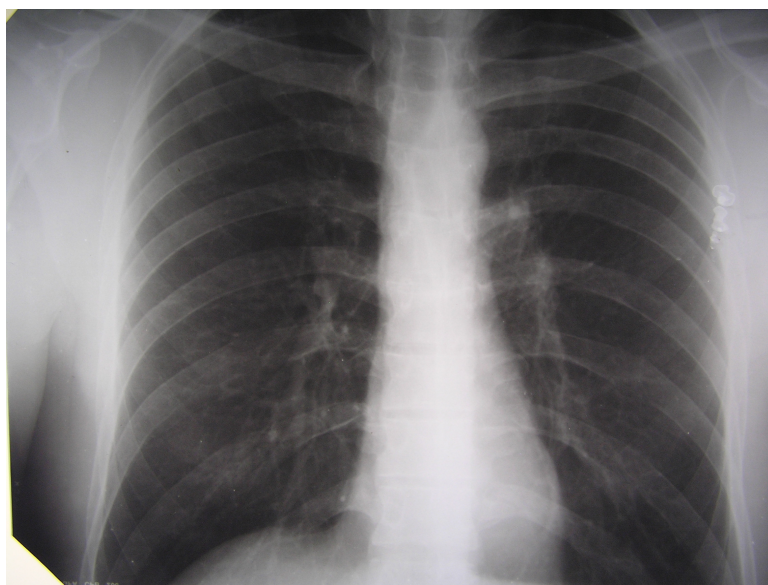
Рентгенограма органів грудної клітки
